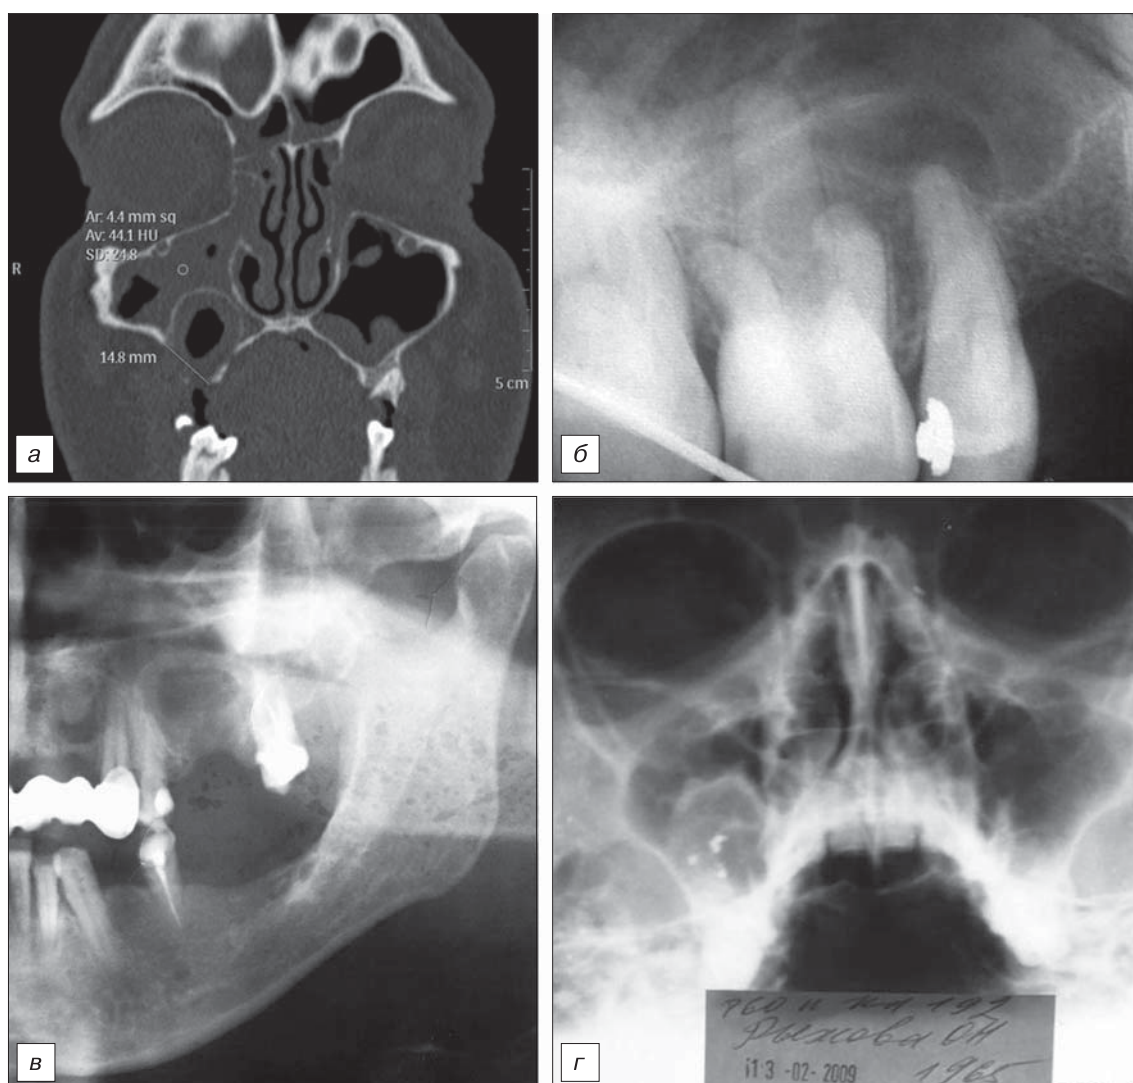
Визуализация кистозного образования верхней челюсти в проекции верхнечелюстного синуса на компьютерной томограмме (*а*), внутриротовой рентгенограмме (*б*), ортопантомограмме (*в*) и обзорной рентгенограмме (*г*).
